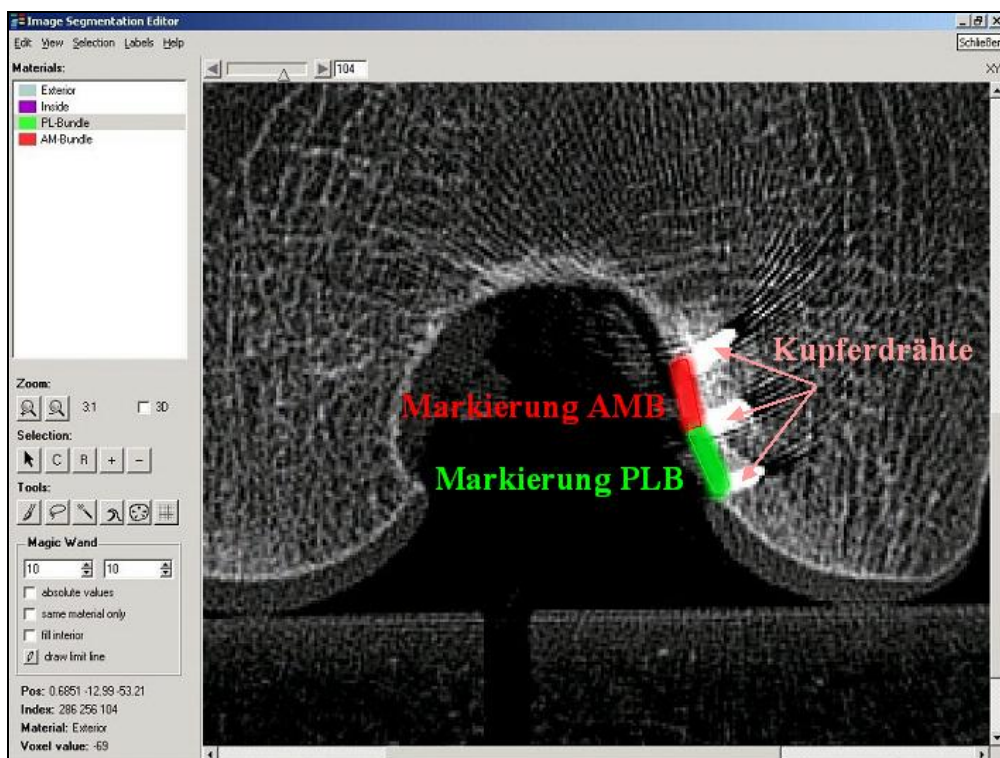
Markierung der Ansatzareale des AMB (rot) und des PLB (grün) in einer CT-Schicht
